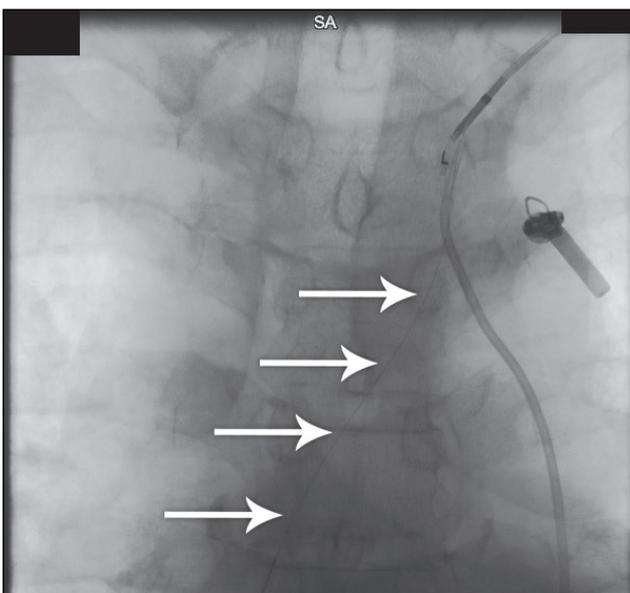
Интраоперационный рентгеноскопический снимок (прямая проекция): проводник PT2 (указан стрелками) проведен через устройство Outback Re-entry catheter (Cordis) в истинный просвет артерии
